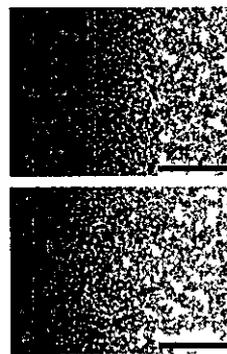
ガム咀嚼刺激唾液で処理したエナメル質初期齧蝕のマイクロラノグラフ(微小X線写真)像
